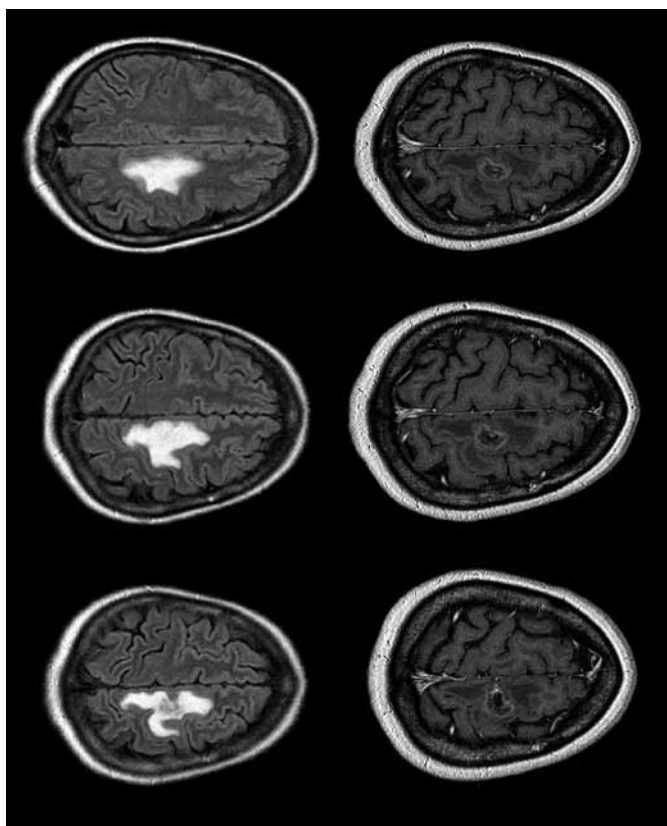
T1- и T2-взвешенные МРТ-граммы пациентки до операции.
